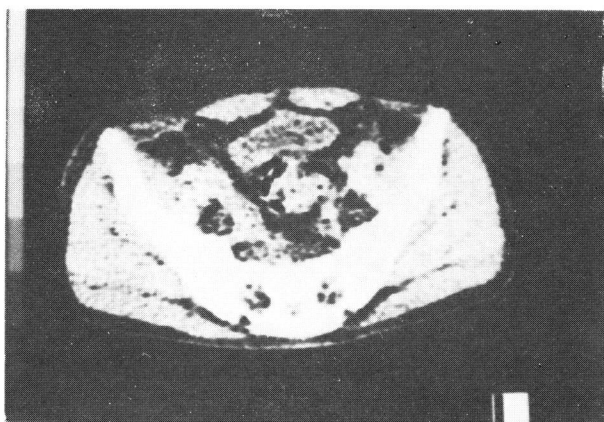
Computerized tomography scan after treatment with CDDP, 900 mg
